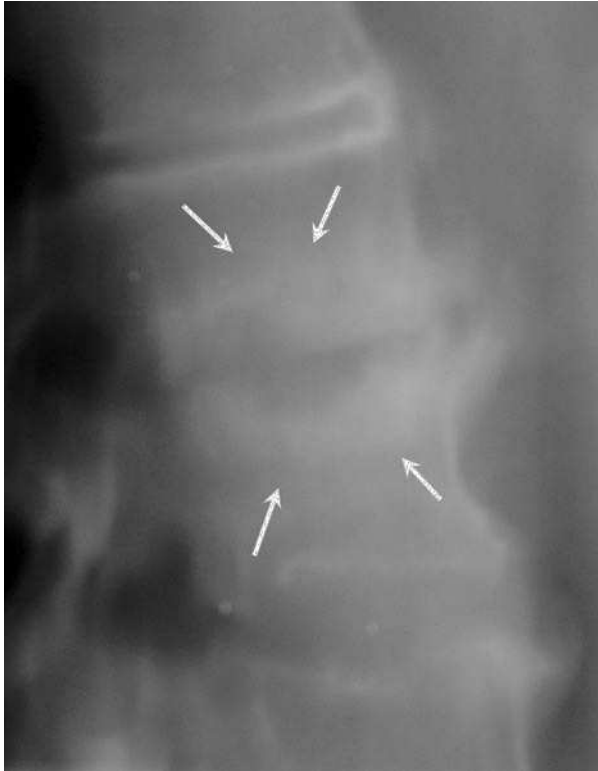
Tomografía radiológica de columna lumbar. Se aprecia una hiperostosis vertebral difusa, destrucción del disco L2-L3 y de los platillos vertebrales adyacentes.
